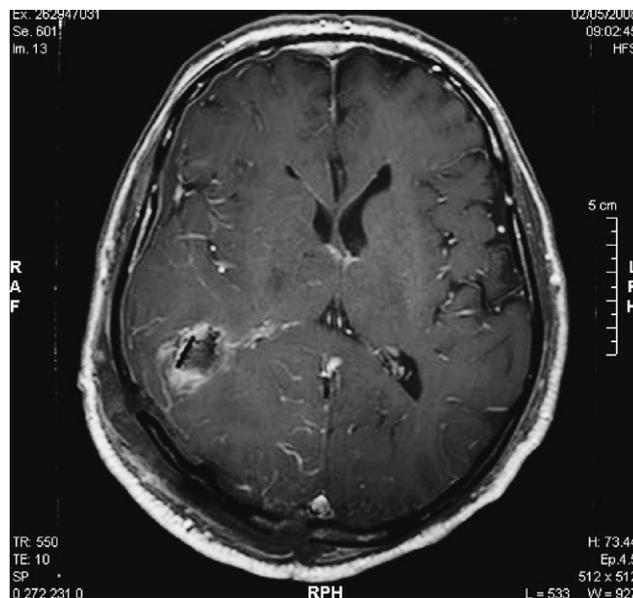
IRM séquence T1 gadolinium postopératoire précoce. Visualisation du foyer opératoire avec un implant de carmustine en place sans épanchement gazeux.
